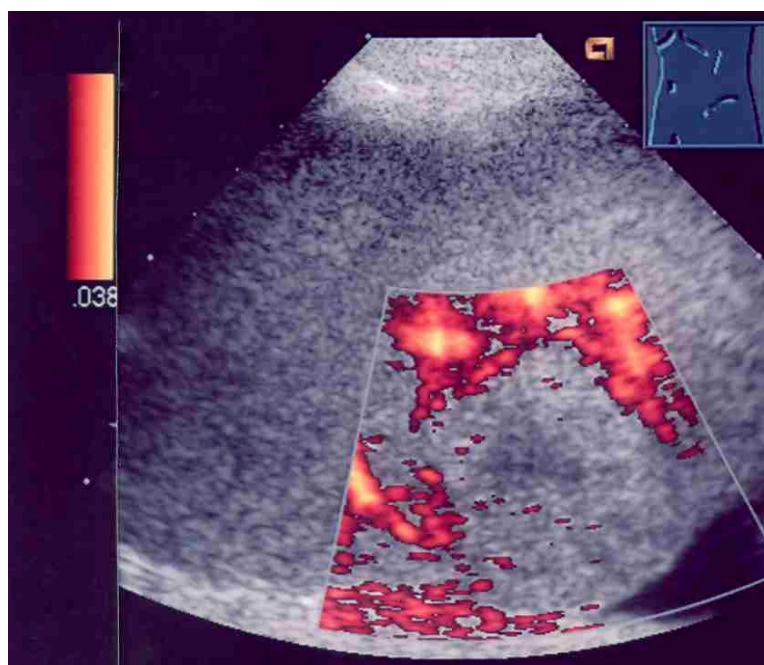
Power-Doppler eines echoarmen Areales: Kein Flußsignal ableitbar
